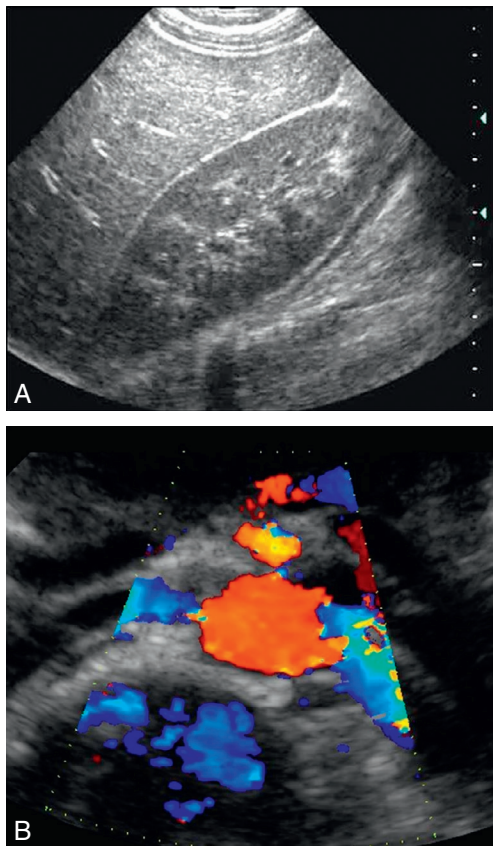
Écho-Doppler des artères rénales. A : Le rein. B : Les artères rénales.
